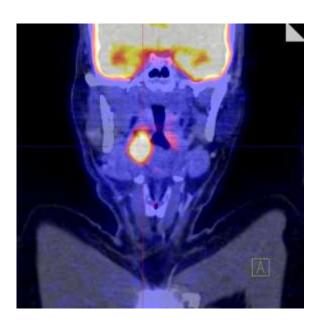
ПЭТ-КТ картина опухоли гортаноглотки
